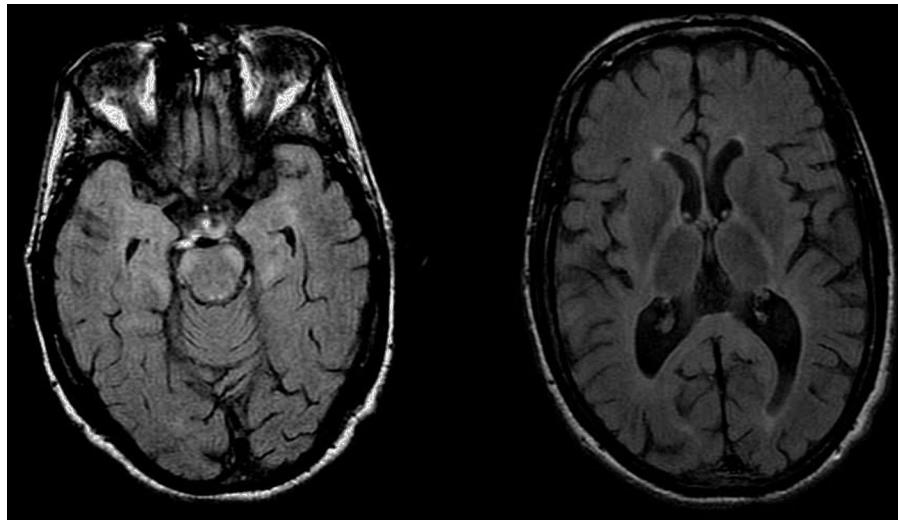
Resonancia magnética cerebral en secuencia FLAIR, que muestra lesiones hiperintensas leves en ambos brazos posteriores de cápsula interna, y más evidentes en región anterolateral de protuberancia.
